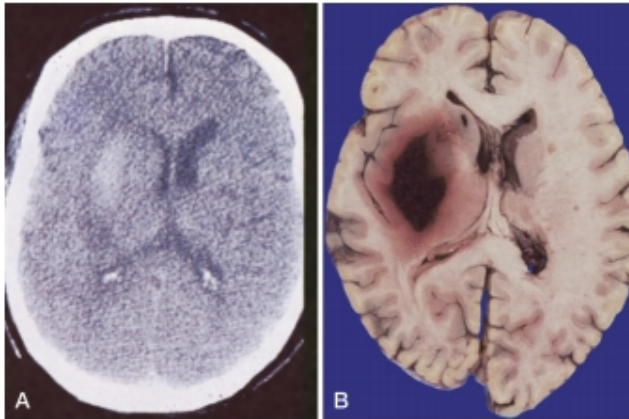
Figura e16.45 Hematoma lenticular hipertensivo en la TC (A) y en la autopsia (B).
